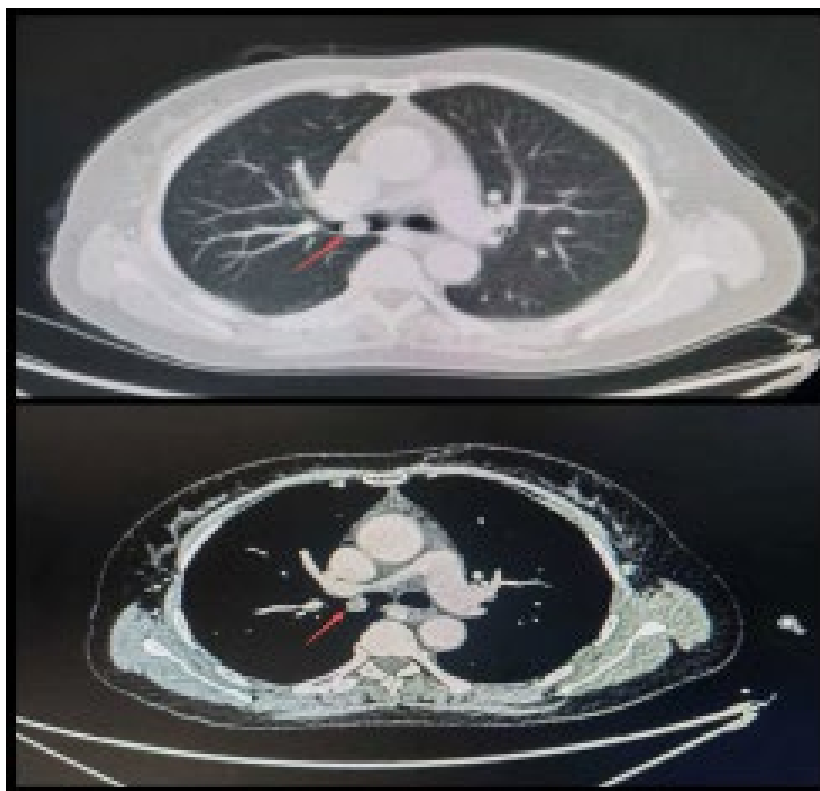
Axial contrast-enhanced chest CT scan demonstrates a well-defined nodular hyperdense lesion (arrow), approximately 1.1 cm in diameter, within the right main bronchus. The lesion exhibits heterogeneous enhancement with CT values of 31 HU and 63 HU in biphasic contrast-enhanced phases. All segmental and higher-order bronchi remain patent
